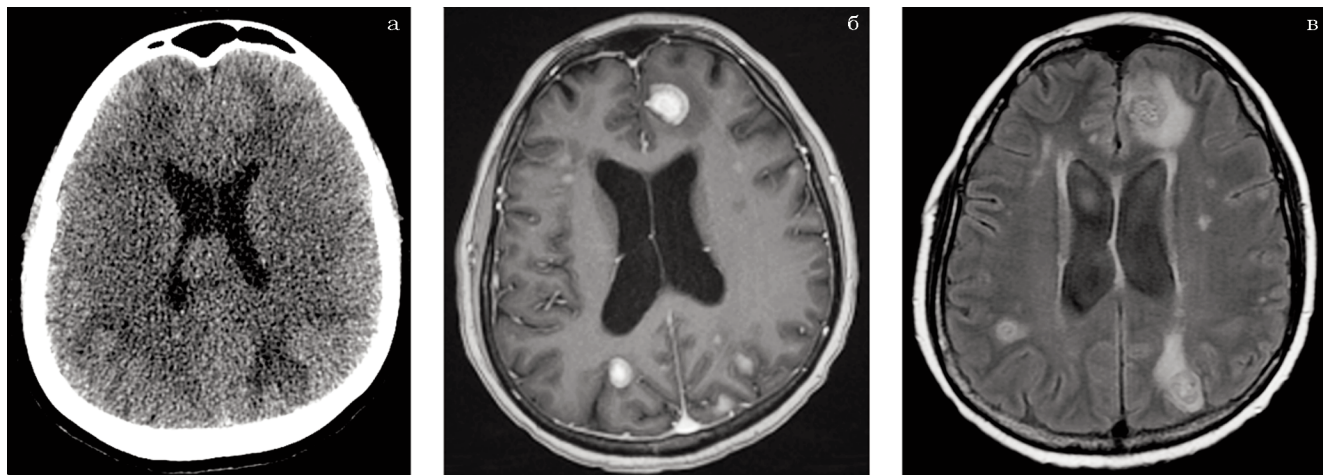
Метастазы рака молочной железы в головной мозг: а – КТ головного мозга; б – МРТ в режиме T_1 с контрастным усилением; в – МРТ в режиме T_2 FLAIR
